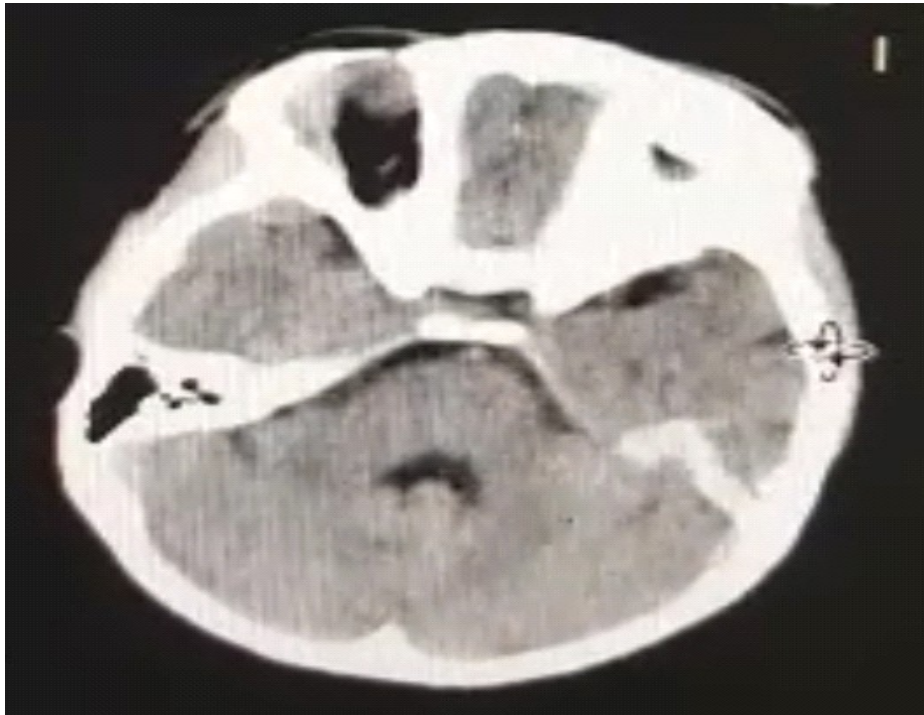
Imagem de TC de crânio em região parieto-occipital esquerda, em raio de sol, sugestiva de implantes secundários.
